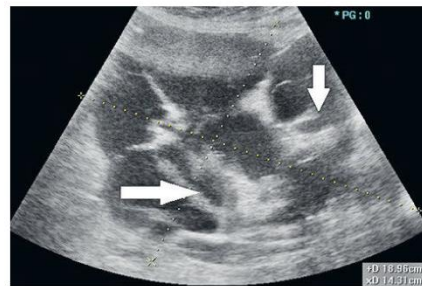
Transvaginal scan. Gray-scale ultrasound image of benign impure struma ovarii with a typical 'struma pearl' (arrows). The tumor was classified as benign on preoperative ultrasound examination.
